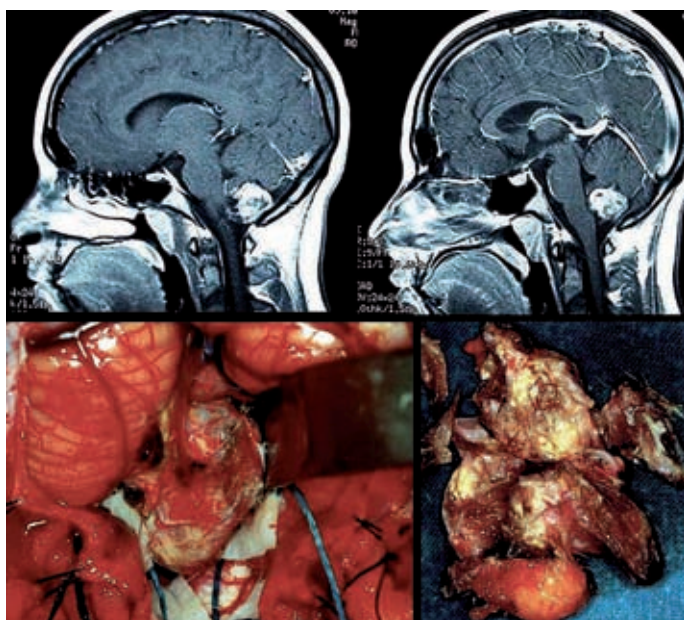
Teratoma de fosa posterior. RM sagital T1: tumoración de línea media en fosa posterior, hiperintensa y heterogénea. En las imágenes inferiores se muestran el campo quirúrgico y el aspecto macroscópico de la pieza operatoria.
